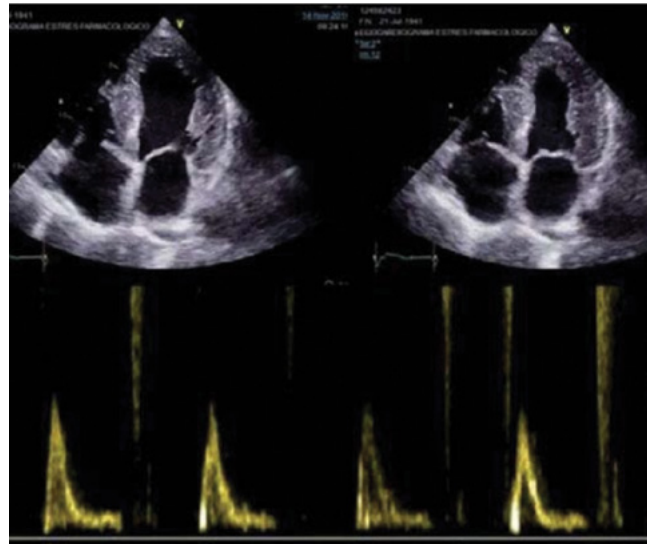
Eco 2D Doppler, corte apical, en paciente con amiloidosis., Hipertrofia del ventrículo izquierdo, imagen infiltrativa, "brillante en vidrio esmerilado".
